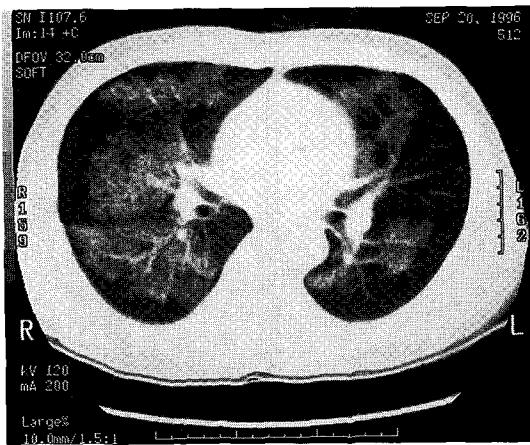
Chest CT scan showed multiple patch ground glass opacity in right upper & middle lobe and left upper & lower lobe with sparing of peripheral lung.
